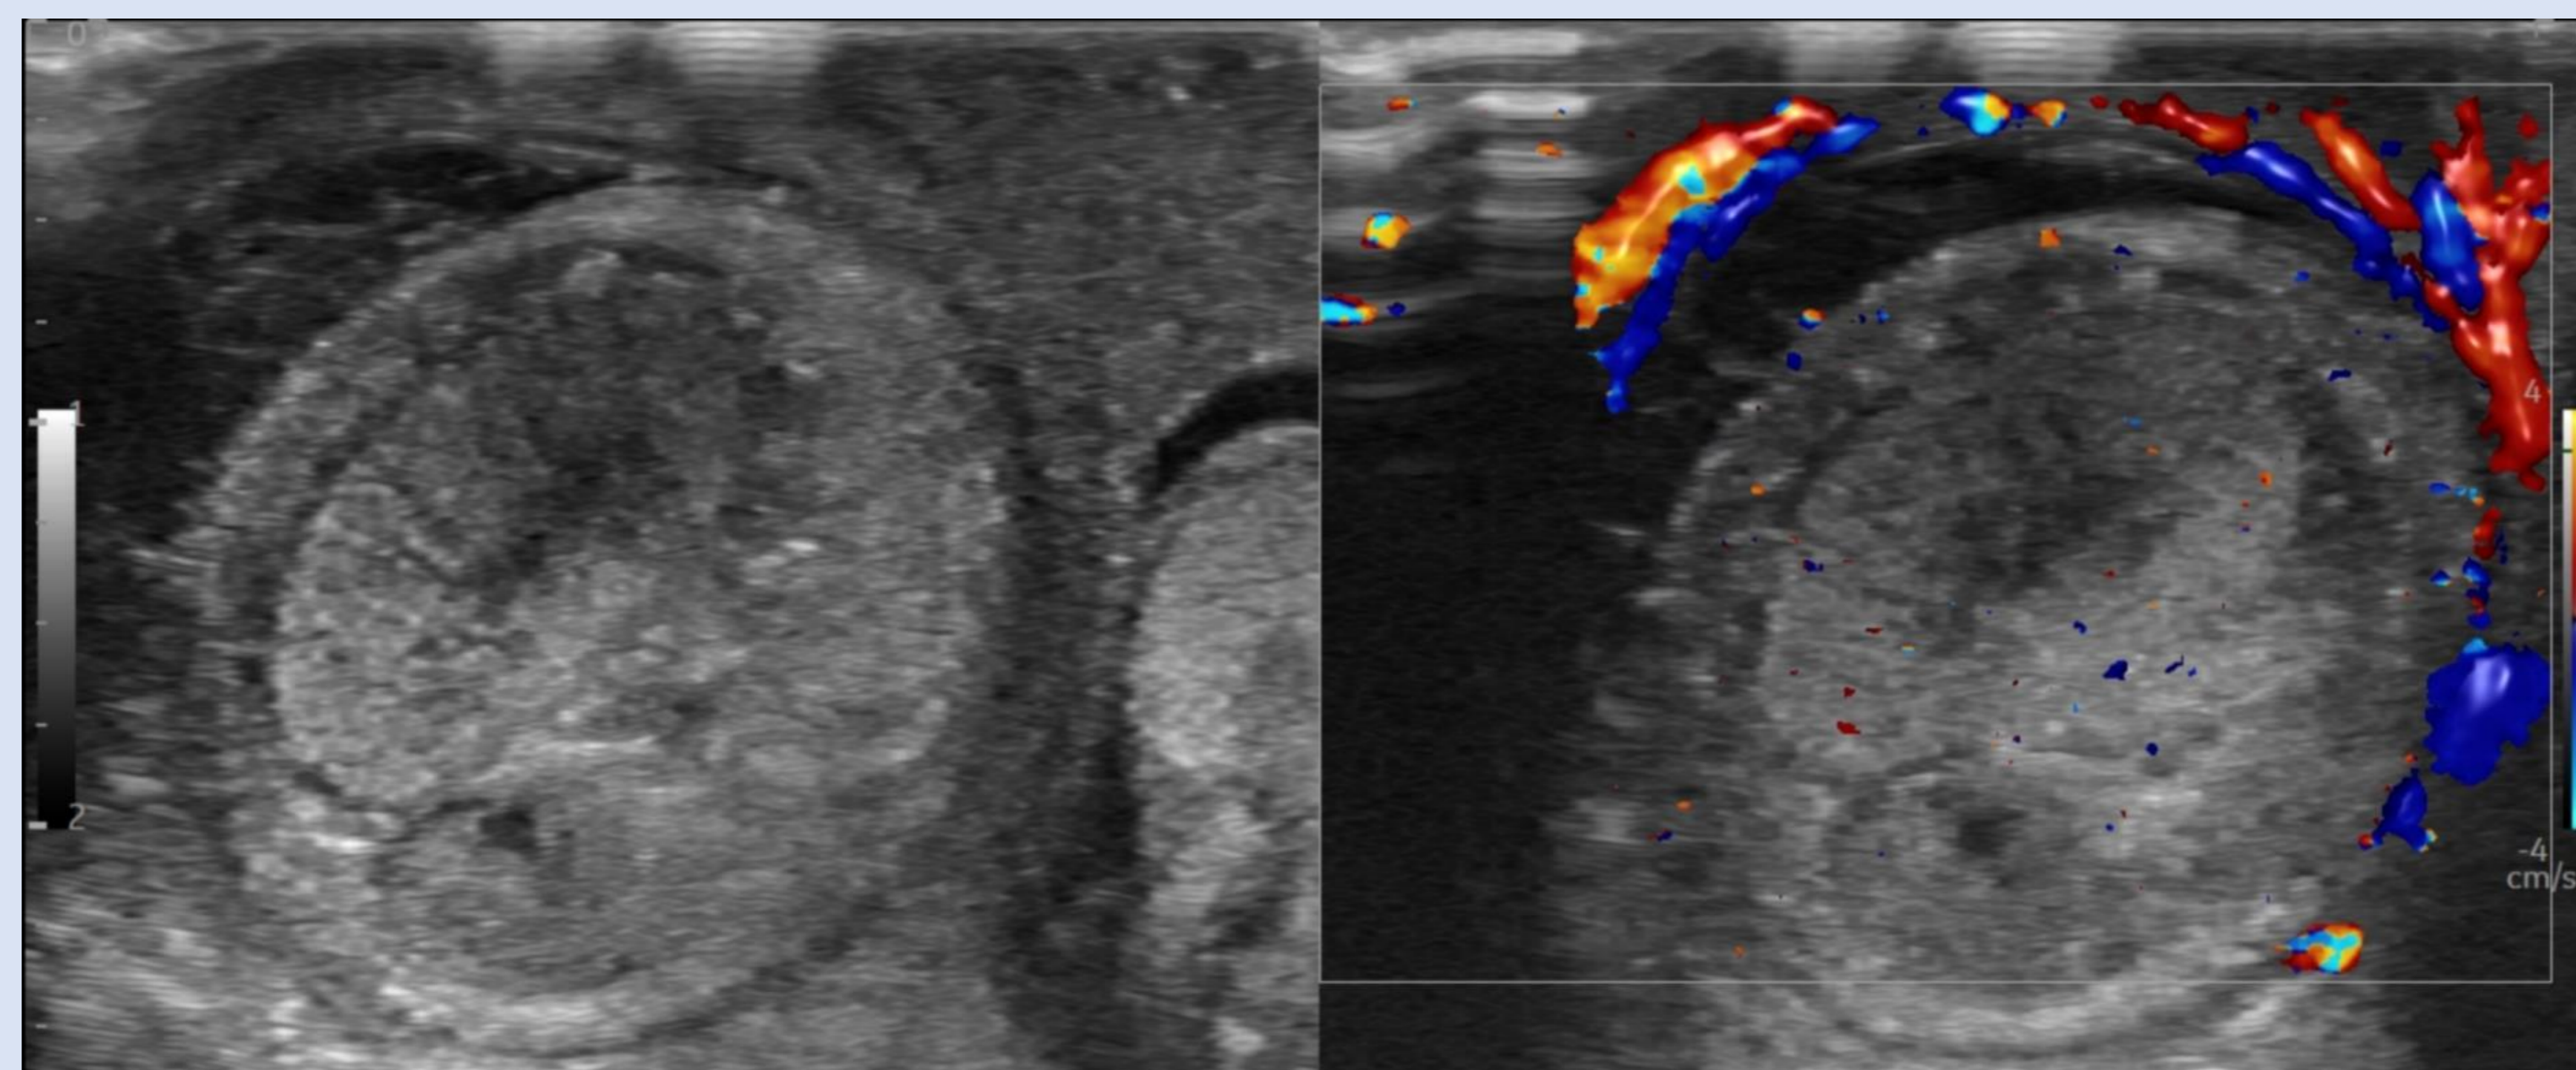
Torsión completa (360°). Testículo de aspecto heterogéneo, sin señal mediante estudio con Doppler-color, en relación con cambios isquémicos. Asocia cambios inflamatorios e hiperemia de las envueltas escrotales. Hallazgos en relación con torsión testicular completa evolucionada.
